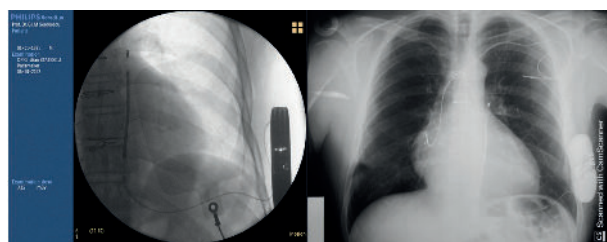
A. Imagine obținută prin fluoroscopie, intraprocedural. B. Radiografie toracică postero-anterioară, se poate observa sonda defibrilatorului cardiac subcutanat cu traseu ascendent parasternal stâng și sonda atrială in situ
